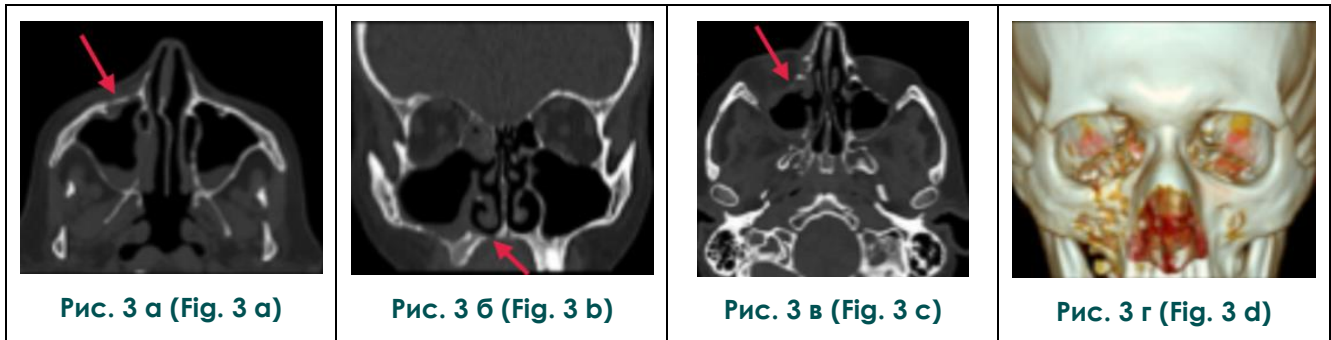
КТ околоносовых синусов, 18-й день пребывания в стационаре.
